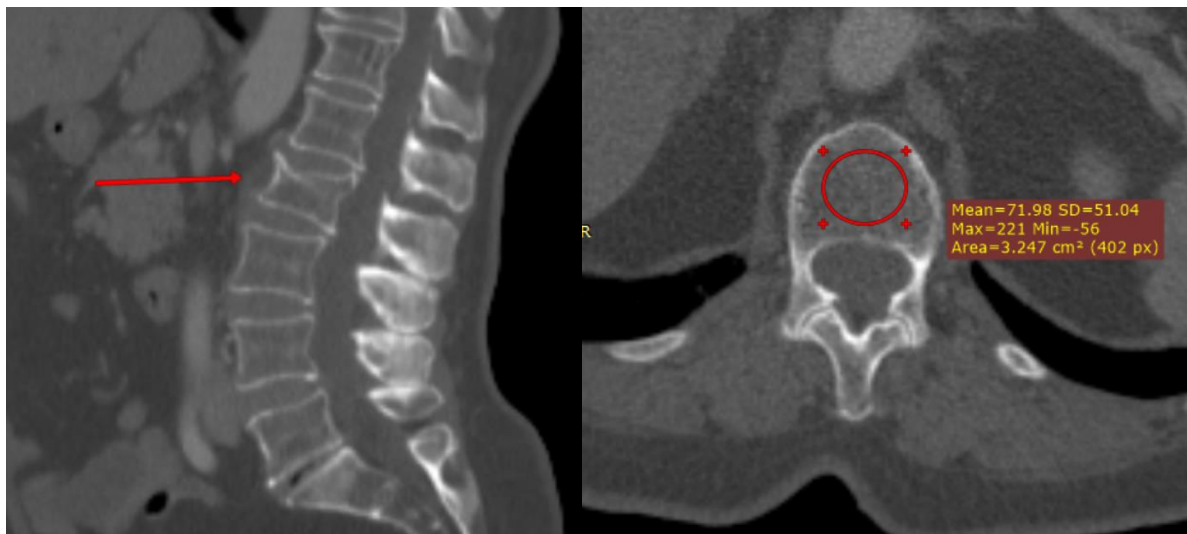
Сагітальне та аксіальне зображення КТ. Пацієнт 65 років з дифузною В-великоклітинною лімфомою, контроль після проведеної хіміотерапії за протоколом R-СНОР у кількості 8 курсів. Вимірювання МЩКТ на рівні L1. Компресійний перелом тіла хребця L2 (стрілка)
